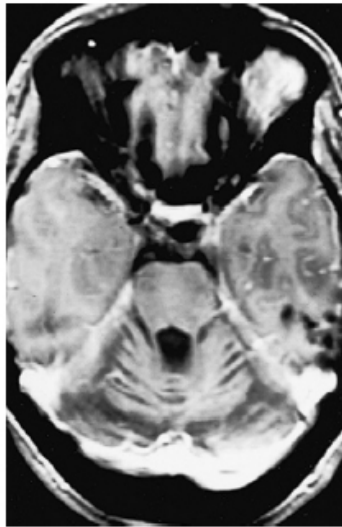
L'IRM en coupe axiale montre une atrophie cérébelleuse importante, avec intégrité du tronc cérébral, dans ce cas de MHS avec ataxie permanente par mutation du gène CACNA1A.
